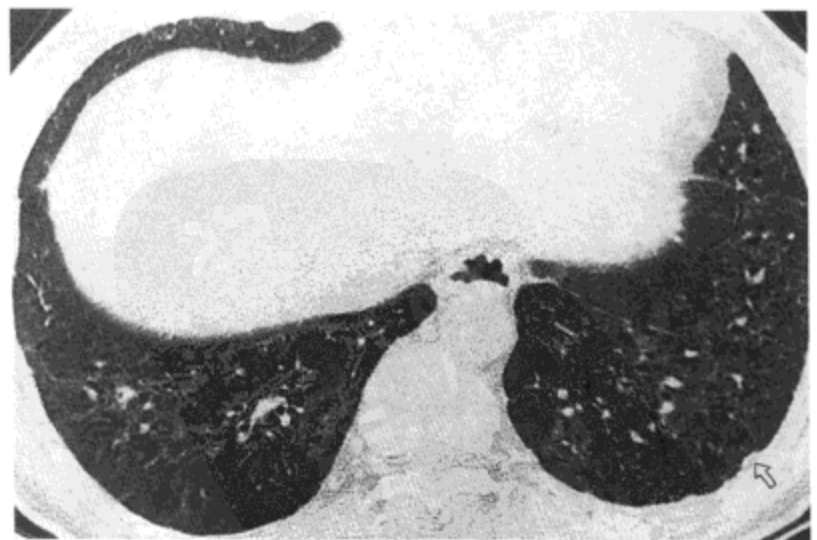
石棉肺。经肺底部的高分辨率CT影像(1.0mm层厚)示广泛的磨砂玻璃影与不规则线状影, 形成细网状。轻度牵拉性支气管扩张(箭号)与胸膜斑(空箭号)也很明显。病人为一44岁的船厂工人。
